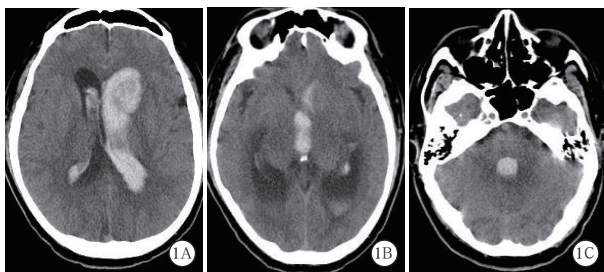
1例62岁男性严重高血压脑出血患者术前1h 双侧侧脑室(A)及第三脑室(B)、第四脑室(C) 出血铸型头颅CT图像
